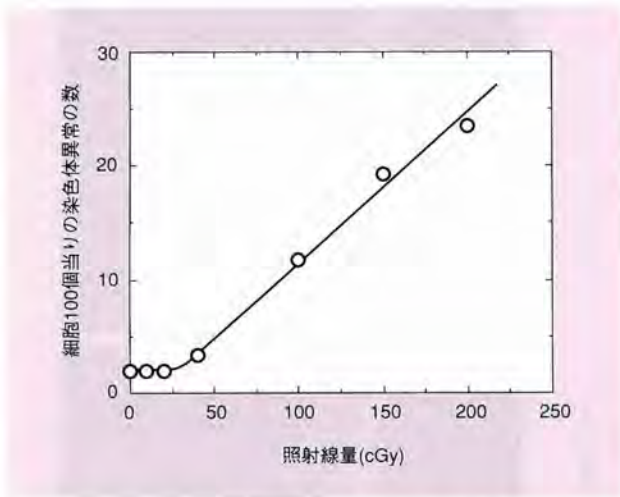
ヒト胎児由来正常細胞におけるX線照射によって誘発された染色体異常の照射線量依存性
